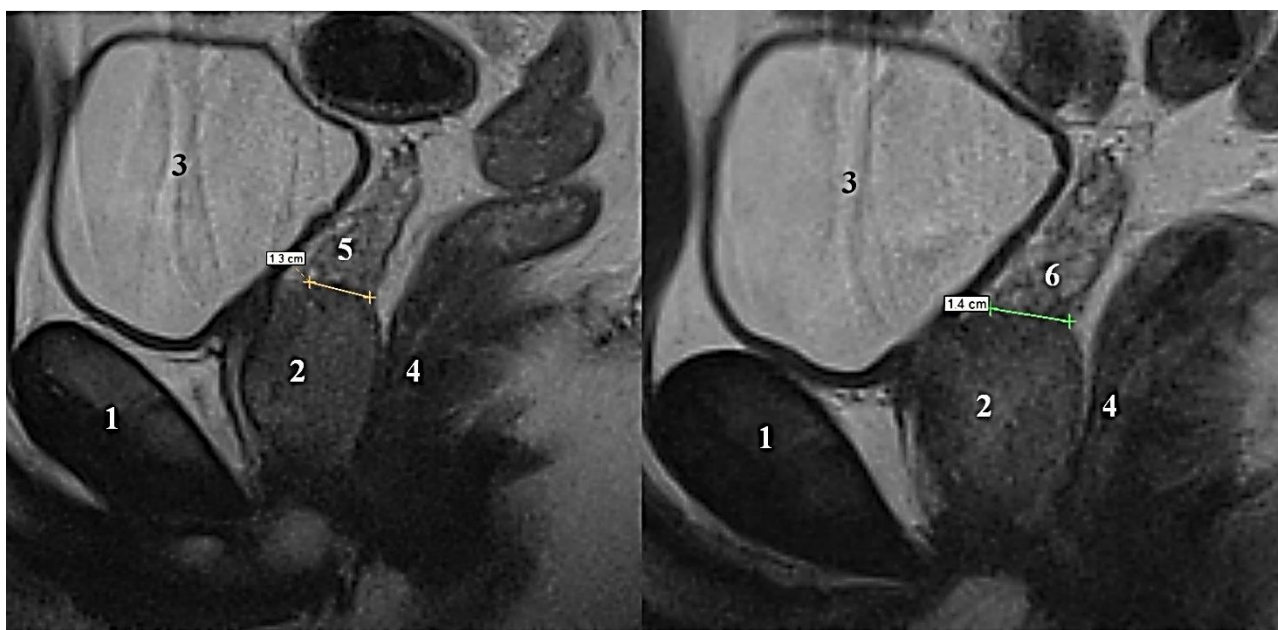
МРТ-грамма синтопии предстательной железы, T2-взвешенные изображения. Пациент №29, 21 год. А – сагиттальная плоскость, парасагитальные срезы. 1 – лобковый симфиз, 2 – предстательная железа, 3 – мочевой пузырь, 4 – прямая кишка, 5 – правый семенной пузырек, 6 – левый семенной пузырек.
